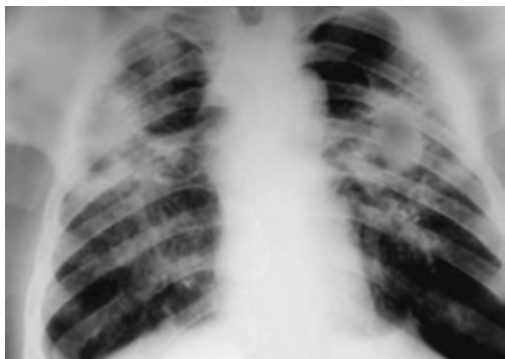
Силікоз III ст. Рентгенограма ОГК того ж хворого через 5 років. У середніх полях обох легень зберігаються ділянки масивної консолидації, що свідчить про їх фіброзування. Верхівки та базальні відділи емфізематозні.
